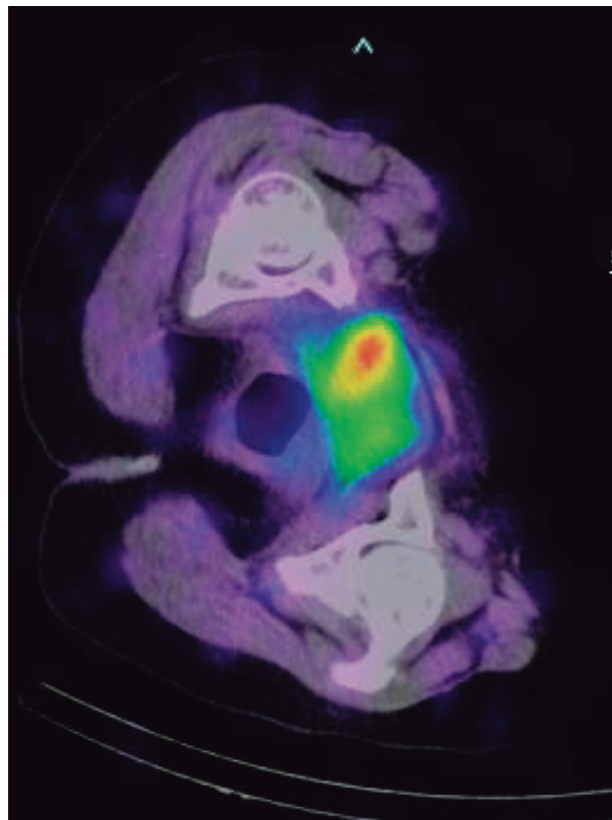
¹²³I-MIBG scintigraphy showing high uptake in the right wall of the bladder. Scanning in the left lateral decubitus position excluded the effect of urinary excretion of the nuclide.
